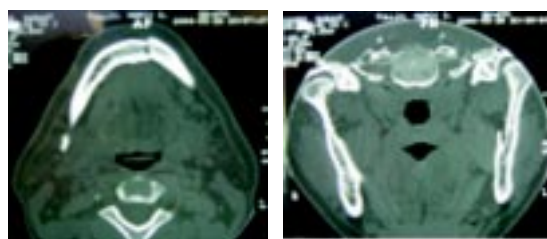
Tomografia pré-operatória mostrando imagens sugestivas de fraturas em sínfise e côndilo mandibular.
